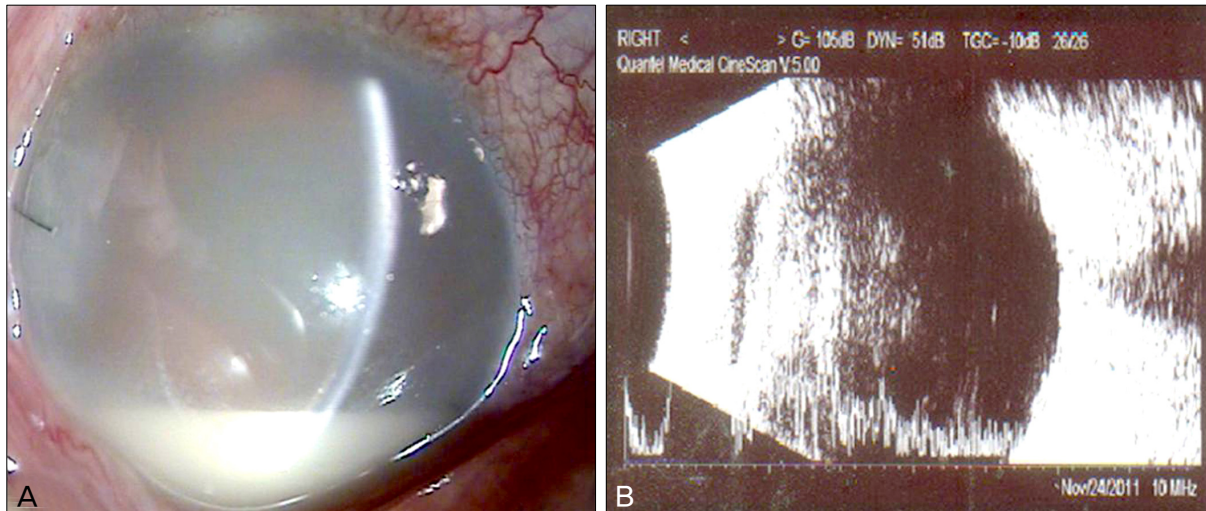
Photograph at the first visit. (A) Cornea was clear and sutured clear cornea incision was seen at temporal side of the right eye but severe flare and hypopyon in anterior chamber. (B) Ultrasonograph shows heterogenous vitreous opacity.
